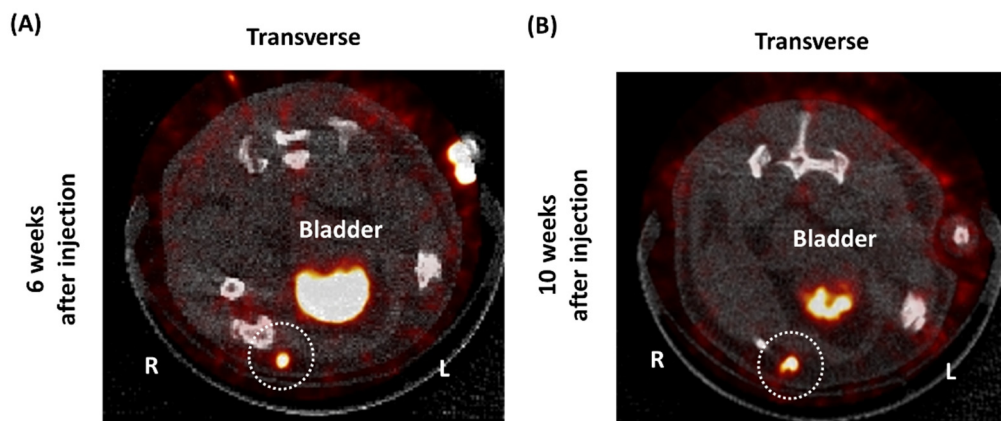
$^{99m}\text{TcO}_4^-$  SPECT による右鼠径部皮下脂肪組織内に移植した NIS 発現心筋細胞検出
